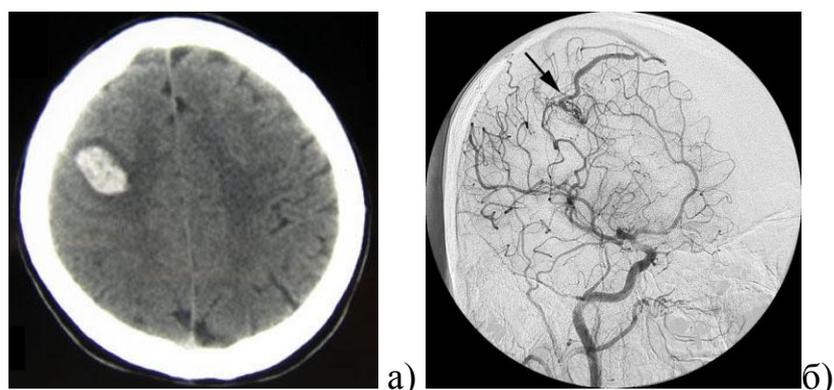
Разрыв АВМ правой лобной доли: а) субкортикальная ВМГ правой лобной доли при КТ; б) мальформация правой лобной доли при каротидной ангиографии в косой проекции (указана стрелкой); АВМ кровоснабжается из ветвей правых передней и средней мозговых артерий и дренируется в верхний сагиттальный синус.
